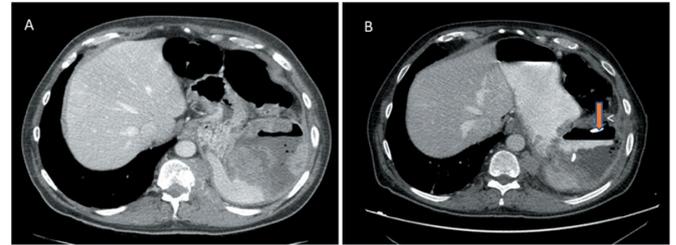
TAC S/C. de abdomen y pelvis (corte axial): A. Absceso esplénico y fístula gastroesplénica. B. Se observa el paso del contraste hidrosoluble del estómago al bazo y el catéter de drenaje (flecha).
